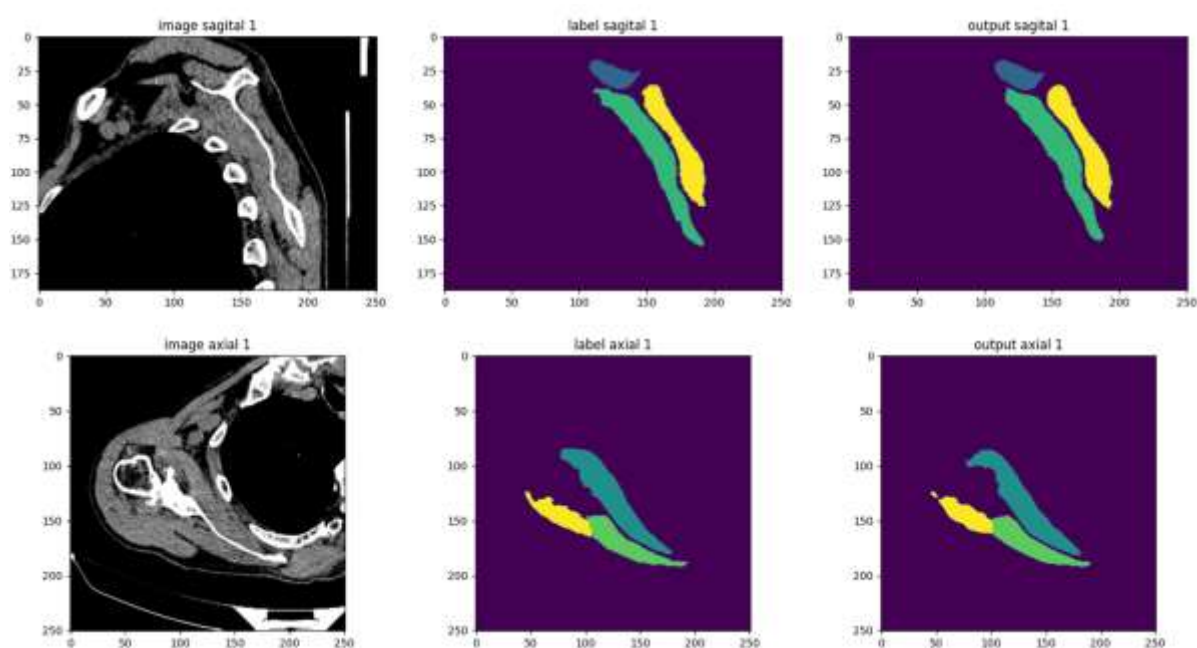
Exemple de segmentation à partir d'images TDM d'épaules saines en fenêtre parties molles.
